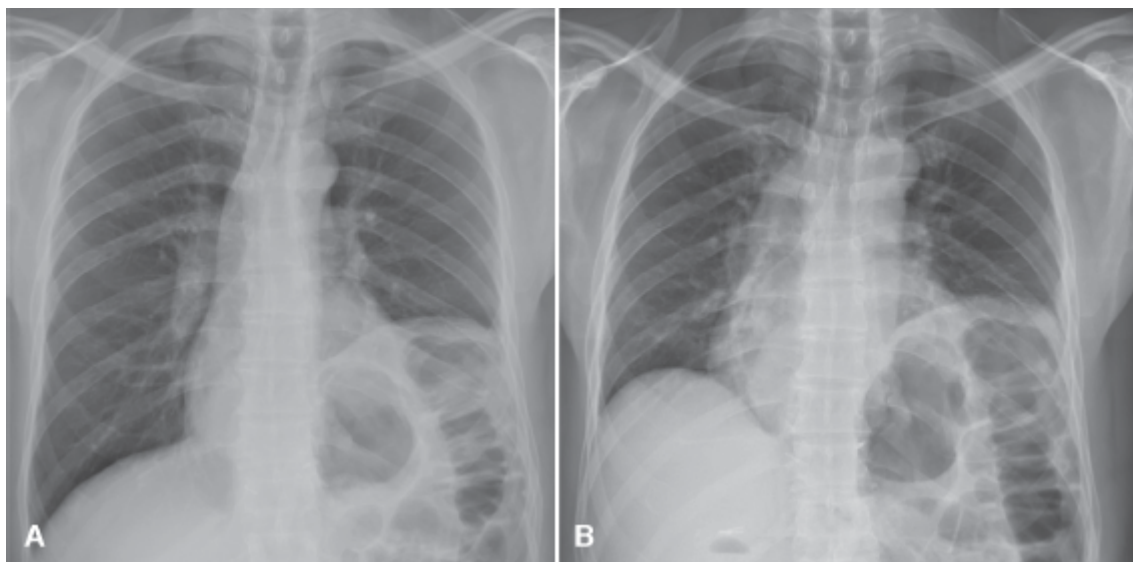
Paralisia diafragmática. Radiografias do tórax na projeção anteroposterior em inspiração (A) e expiração (B). Observa-se importante elevação da hemicúpula diafragmática esquerda, sem mobilidade na aquisição expiratória (B), sugerindo paralisia diafragmática.
